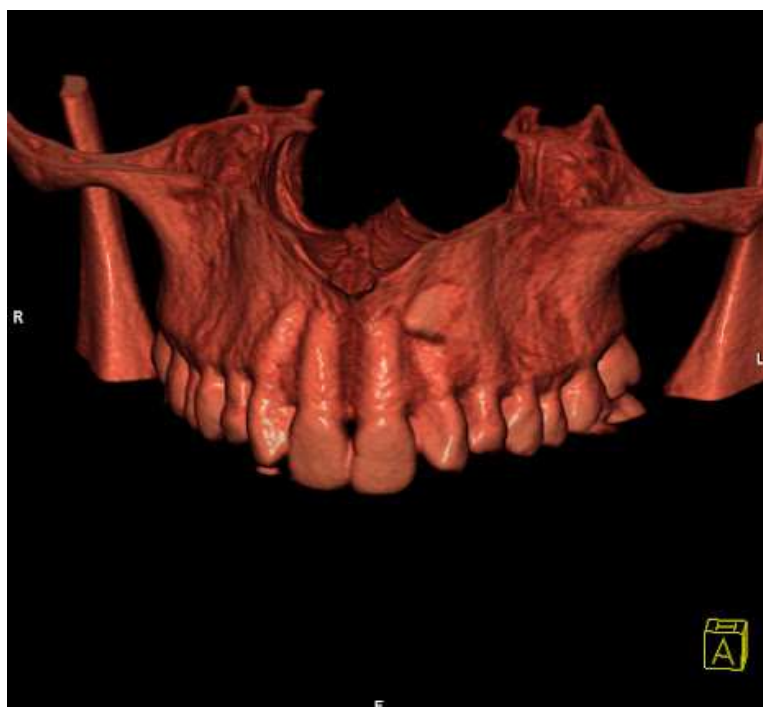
CT - retence obou horních špičáků s parciální resorpcí kořene druhého řezáku vlevo – VRT rekonstrukce
